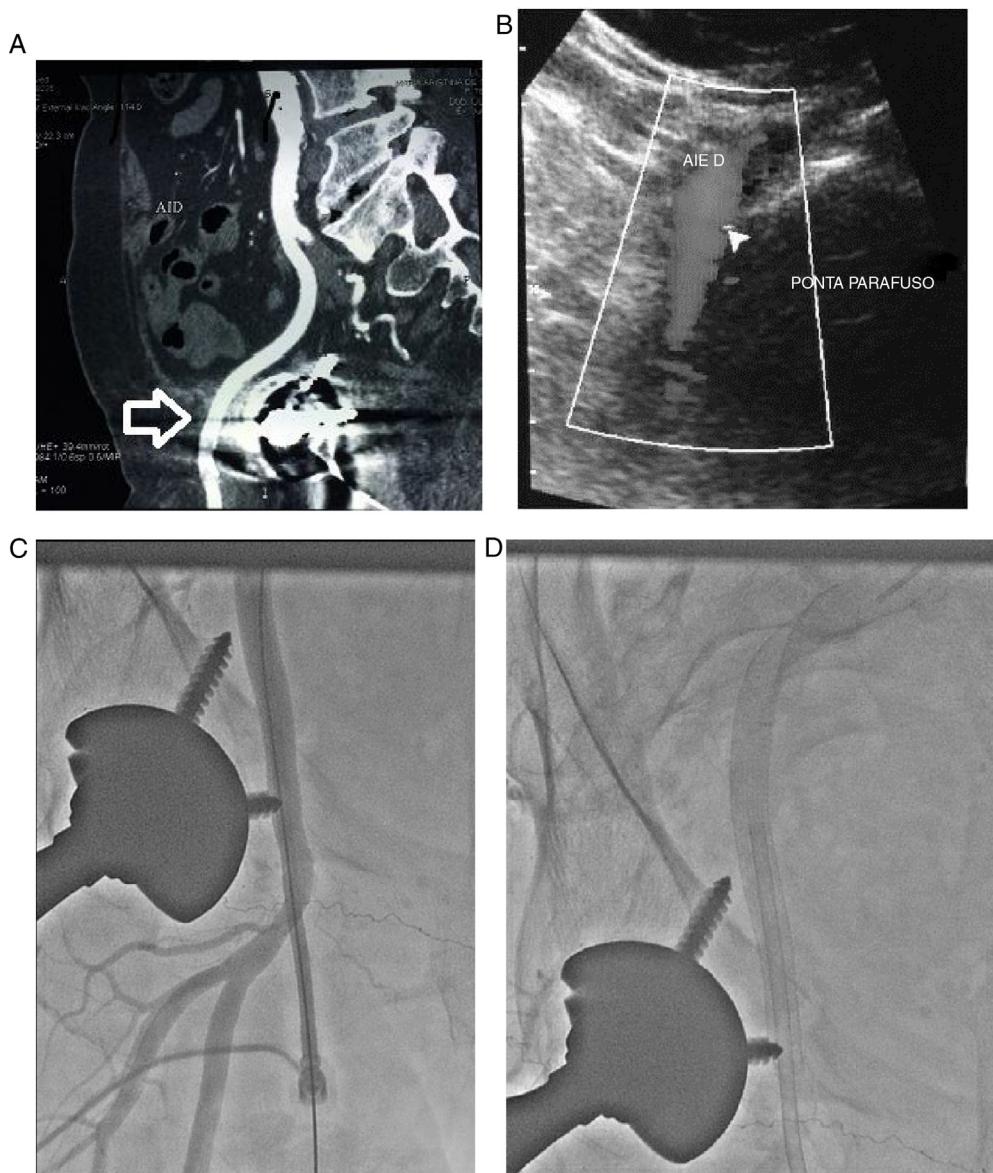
A, angiotomografia com seta mostra a relação entre o parafuso acetabular e a artéria ilíaca externa; B, ultrassonografia com Doppler arterial da mesma região; C, arteriografia pré-operatória; D, arteriografia de controle confirma a posição da endoprótese.
